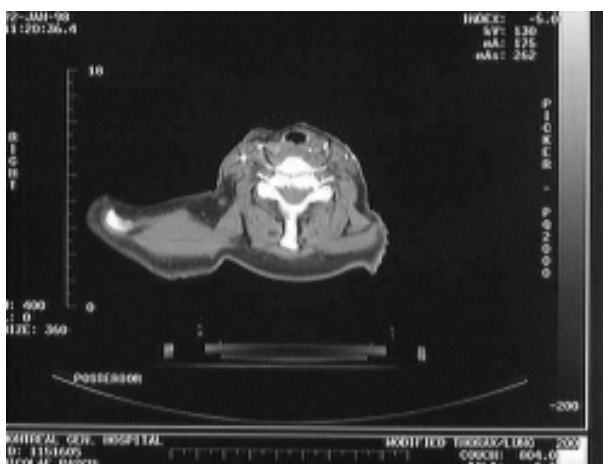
Imágenes de tomografía (para resonancia magnética es análogo) utilizadas en la planificación de tratamientos
